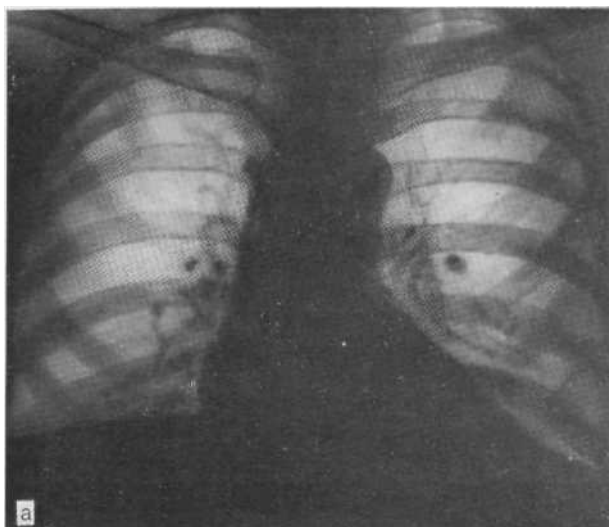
Рентгенограмма в прямой проекции (а): справа над диафрагмой определяется небольшое затемнение нижнего легочного поля. На боковой томограмме (б) видно значительное уменьшение объема нижней доли правого легкого; в просвете нижнедолевого бронха полиповидная опухоль. Диагноз эндобронхиального, полиповидного рака нижнедолевого бронха справа с резким уменьшением объема нижней доли подтвержден при эндоскопическом исследовании и на операции.
